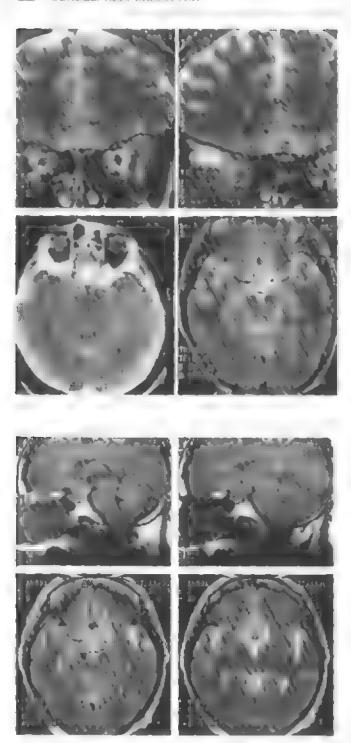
Менингиома площалки основной косги. МРГ, Т,-режим. КТ в конграстным усилением (слева внизу)
